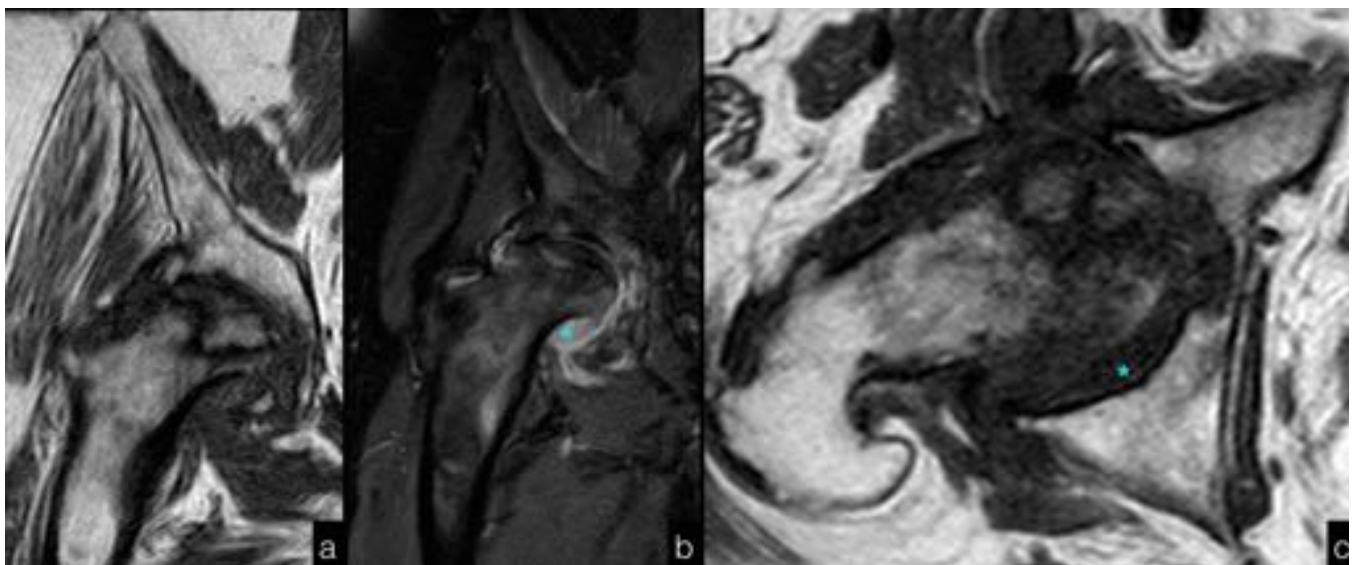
RM del paciente anterior un año después revela una severa progresión de la necrosis avascular. Las imágenes coronales T1 (a) y DP-supresión grasa (b) y axiales T1 (c) demuestran la afectación de toda la circunferencia de la cabeza femoral, con colapso subcondral y severa alteración de su morfología, todo ello con derrame articular asociado (asterisco).
